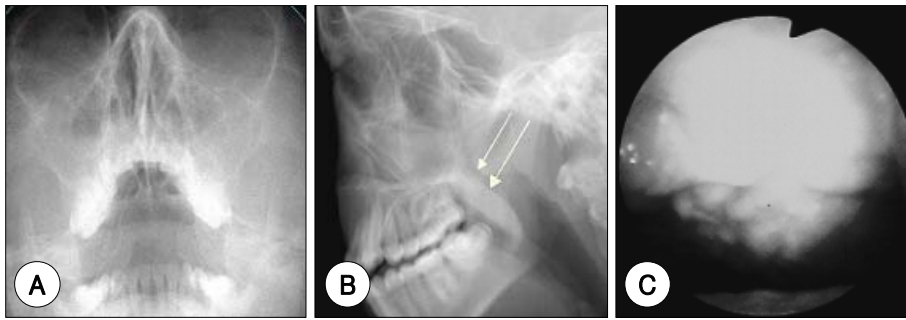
PNS X-ray 1 year after adenotonsillectomy (2007.3) shows both maxillary sinusitis (A) and findings suggestive of enlarged adenoid (short arrow) and markedly narrowed nasopharynx (long arrow) (B). To make sure, the child was submitted to laryngoscope but the result was normal (C).
